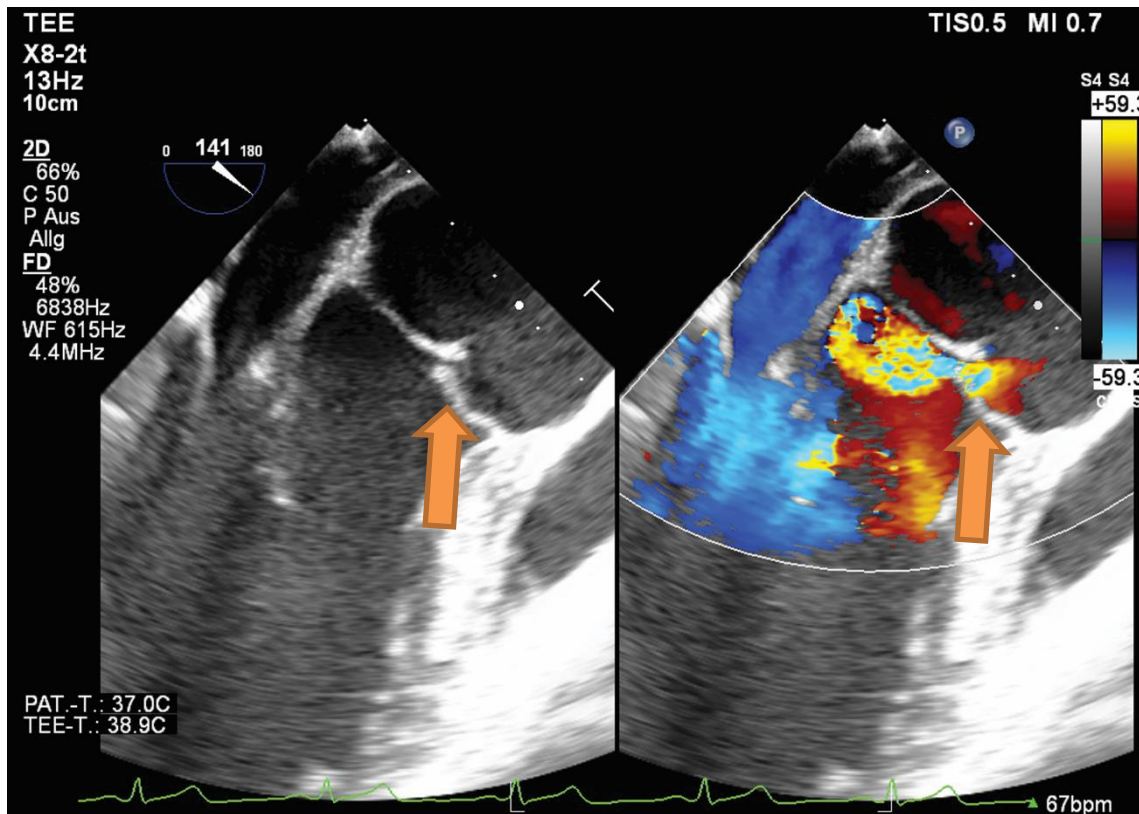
Transösophageale echokardiographie, bei der eine Aortenklappeninsuffizienz durch einen Prolaps der rechtskoronaren Tasche demonstriert wird.
